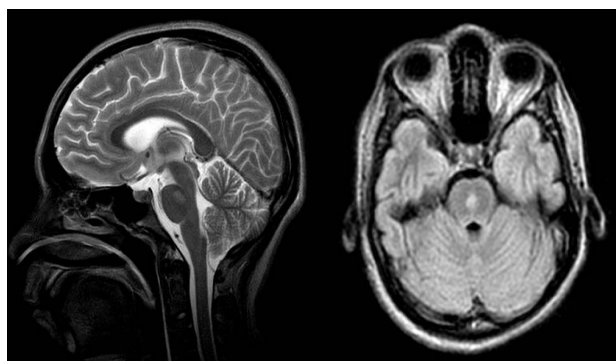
RMN: Imagen focal levemente hiperintensa en T2 y FLAIR en la parte central de la protuberancia.
